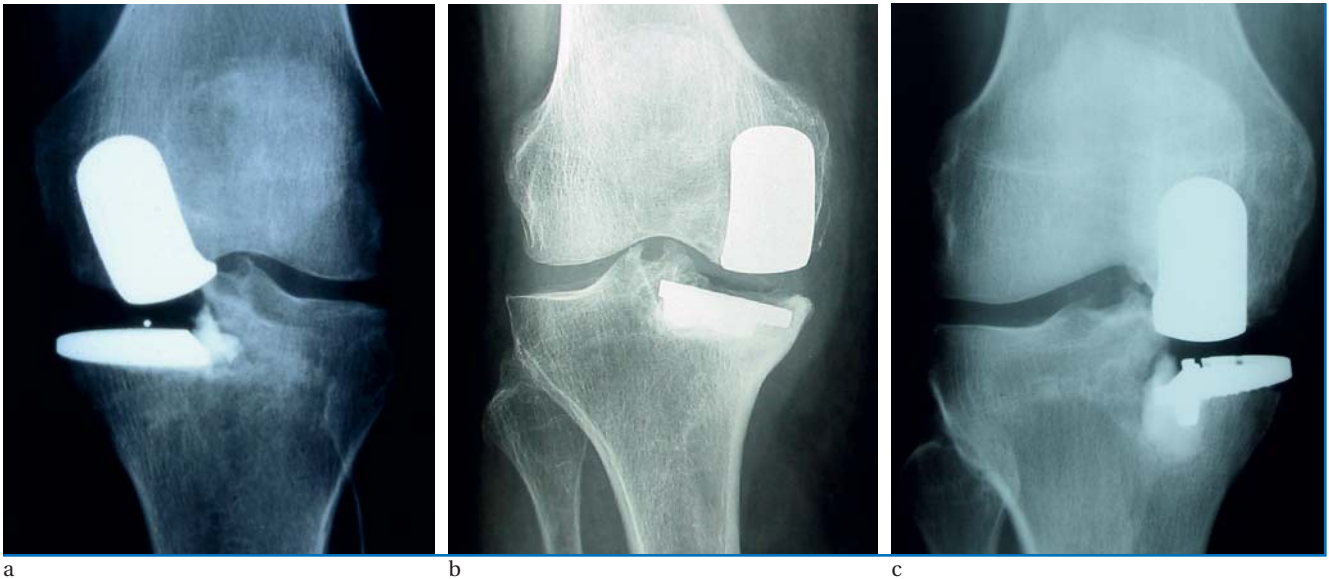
Frühe postoperative Röntgenkontrollen nach minimalinvasiv implantierter medialer Schlittenendoprothese (jeweils im a.p.-Strahlengang)
